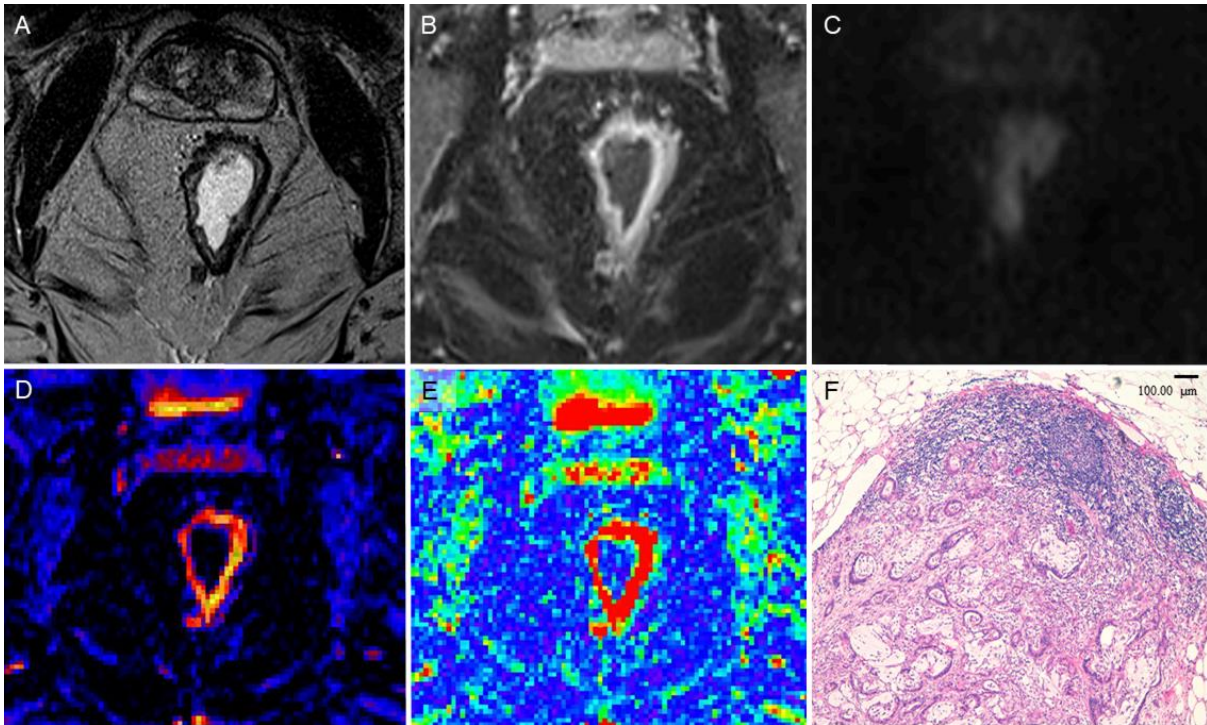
Analyse mesorektaler Lymphknoten in der MRT
